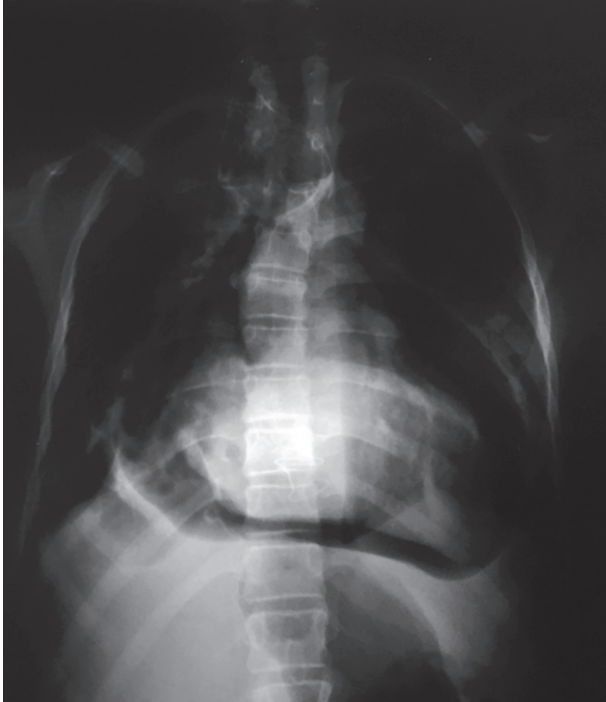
Radiografía de tórax anteroposterior en la que se observa aumento de la silueta cardiaca rodeada de un halo radiopaco, sugestivo de neumopericardio.
